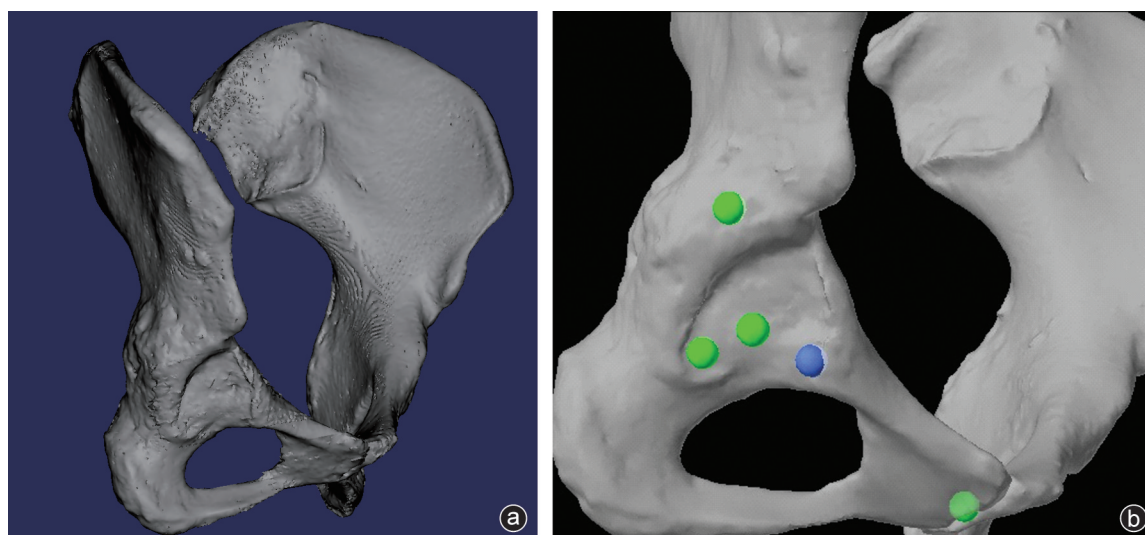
骨盆 CT 数据分别采用 Mimics 软件(a)、MAKO 系统(b)进行三维重建
